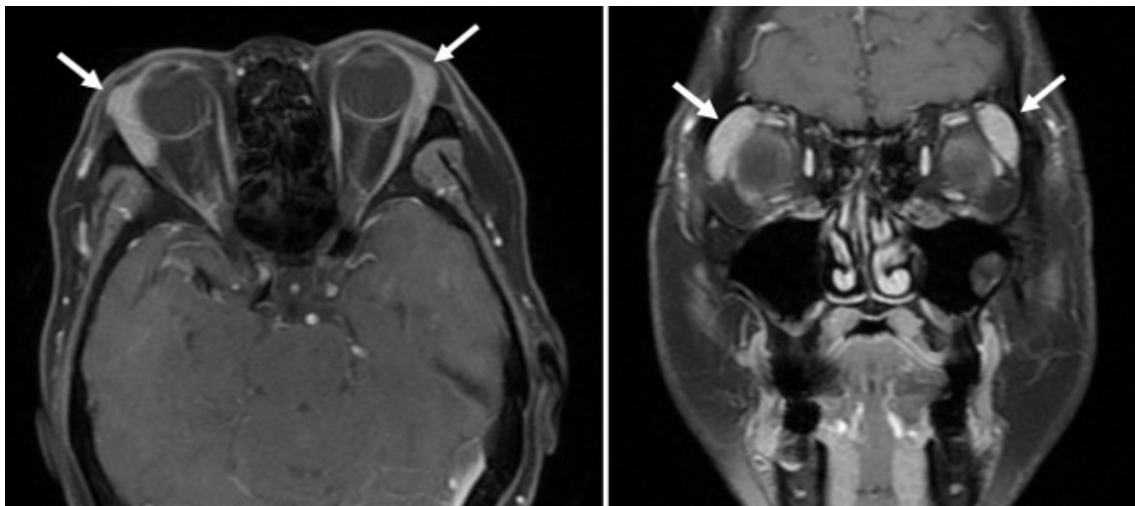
造影 MRI (T1 強調画像) で均一に造影される両側涙腺腫大を認める (矢印).
